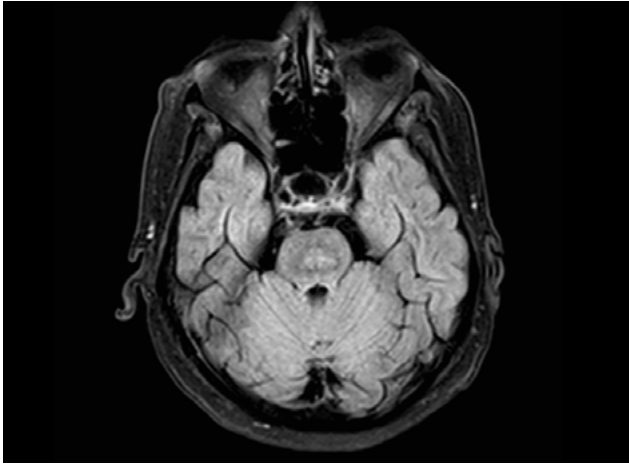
Imagen FLAIR donde se aprecia hiperintensidad de la porción central del puente con vértice anterior.
